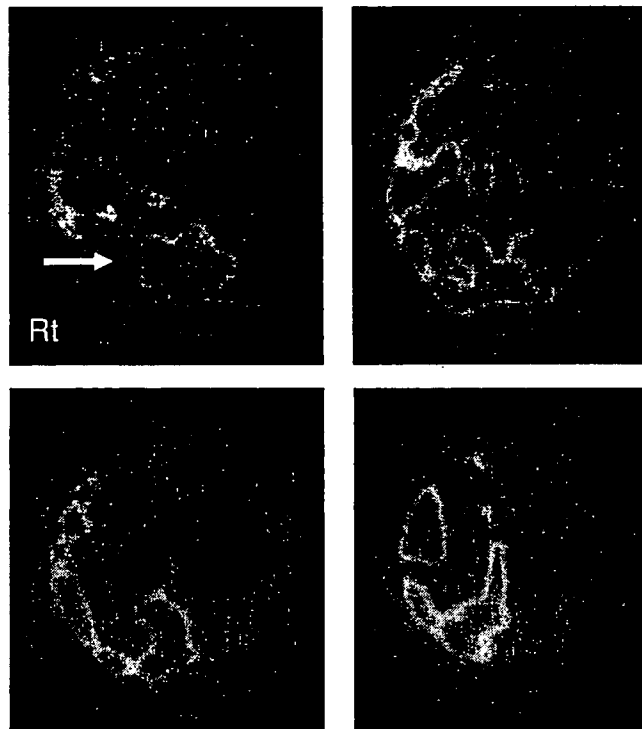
SPECT( $^{99m}\text{Tc}$ -ECD)
